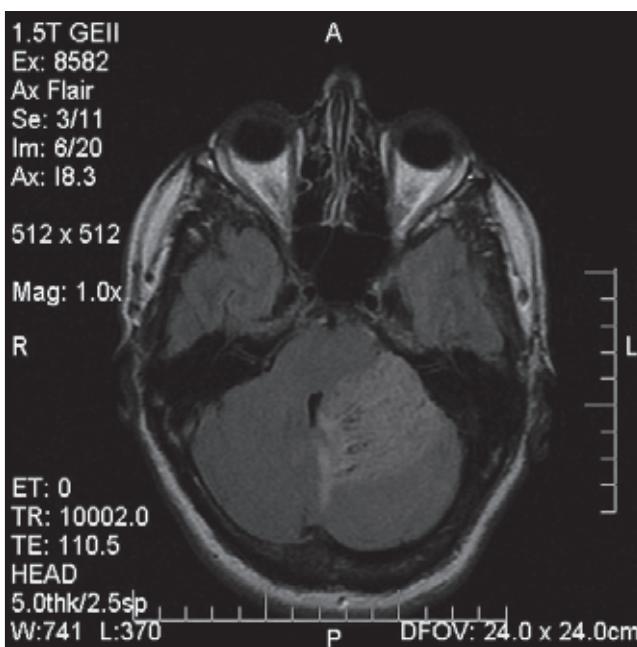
Ressonância Magnética com técnica Flair. Presença de lesão infiltrativa cerebelar à esquerda com hipersinal inespecífico.
